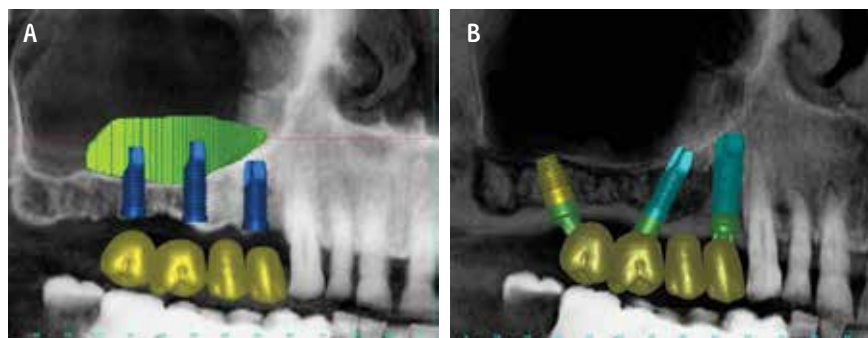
2 treatment options A. Sinus augmentation with upright implants. B Tilted implants avoiding the need for sinus bone augmentation. Software planning from DICOMS of cone beam CT (CBCT). Virtual implants abutments and teeth
